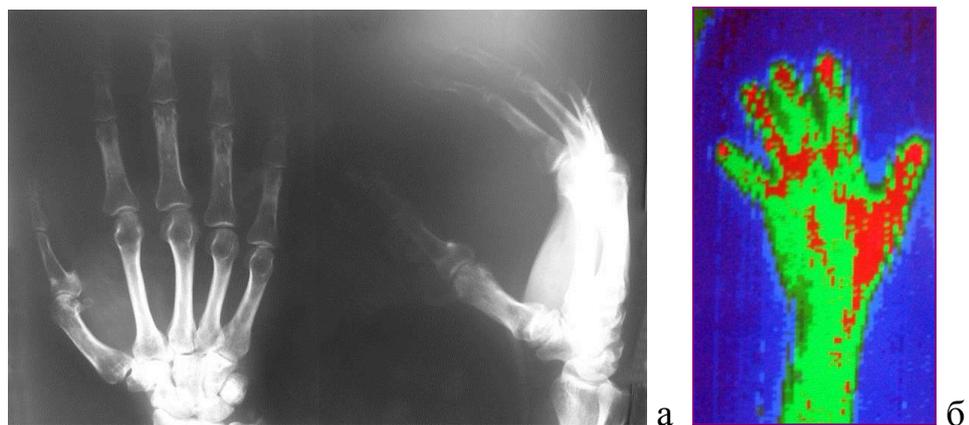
♂, 45 лет, диагноз: травматический отрыв первого пальца правой кисти; а – рентгенограмма кисти после операции; б – термограмма после операции.
